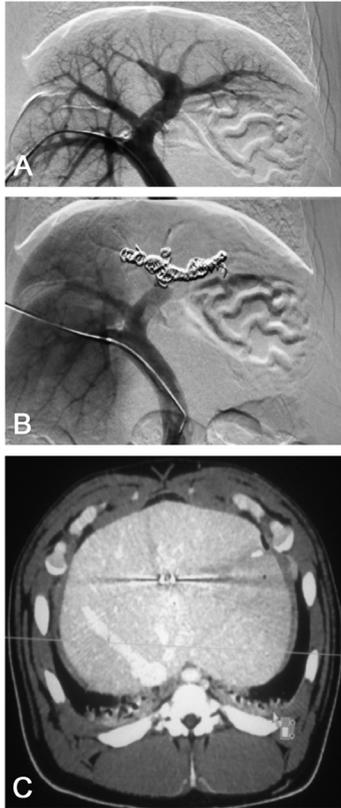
A) Veia porta esquerda mostrada por portografia; B) veia porta direita após embolização; C) tomografia computadorizada com contraste IV após embolização da veia porta
